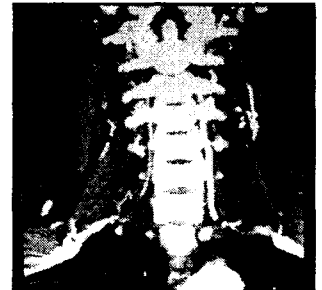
Reconstruction image of enhanced CT showed stenosis of ICA(internal carotid artery)
